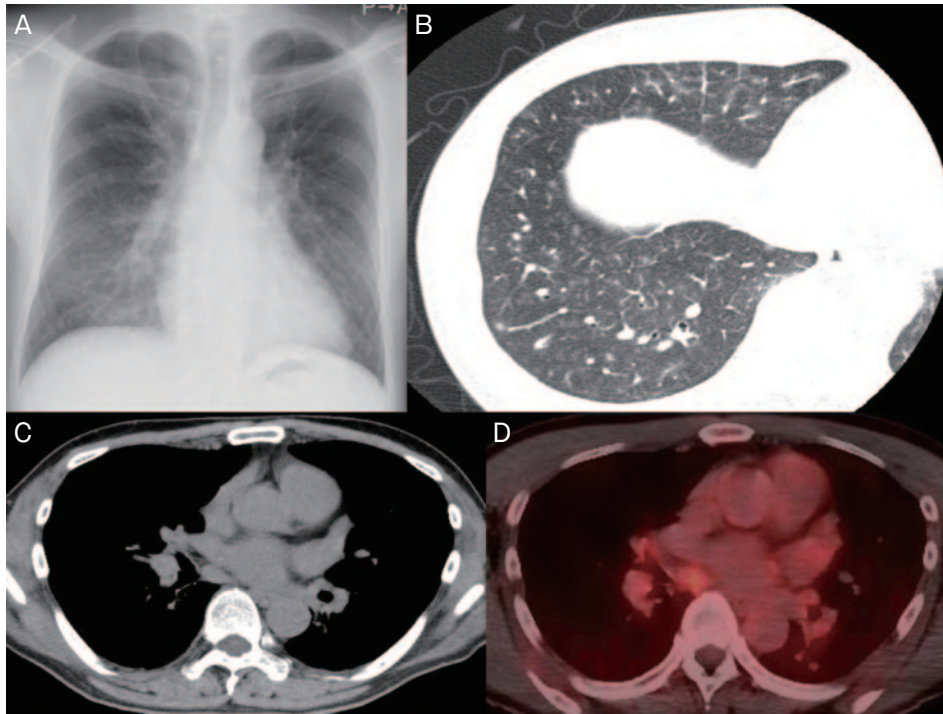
診断時の胸部画像所見. (A) 胸部X線写真にて両側下肺野に網状影を認めた. (B) 胸部単純CTでは肺野条件では辺縁不整の小葉中心性の結節影と小葉間隔壁の肥厚を認めた. (C) 胸部単純CT縦隔条件では気管分岐部と右葉気管支間リンパ節の腫脹を認めた. (D) FDG-PETでは気管分岐部と右葉気管支間リンパ節に淡い集積を認めた.
